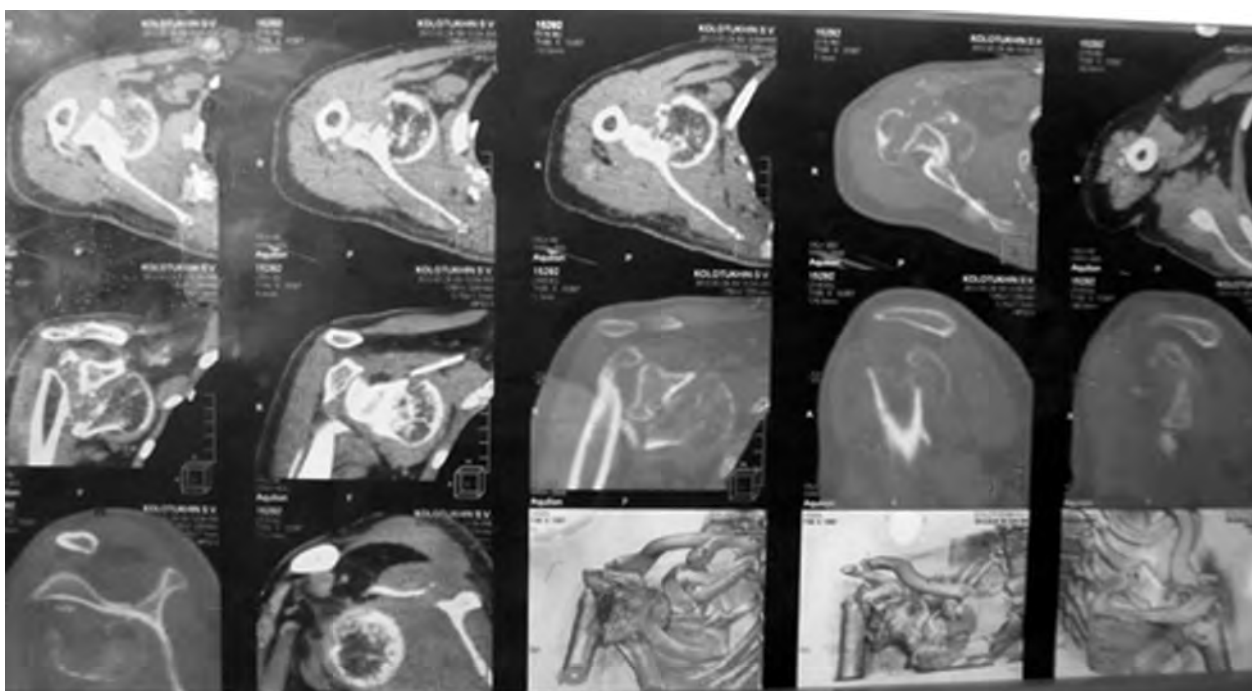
Снимки МРТ пациента К., 31 год, при поступлении.
